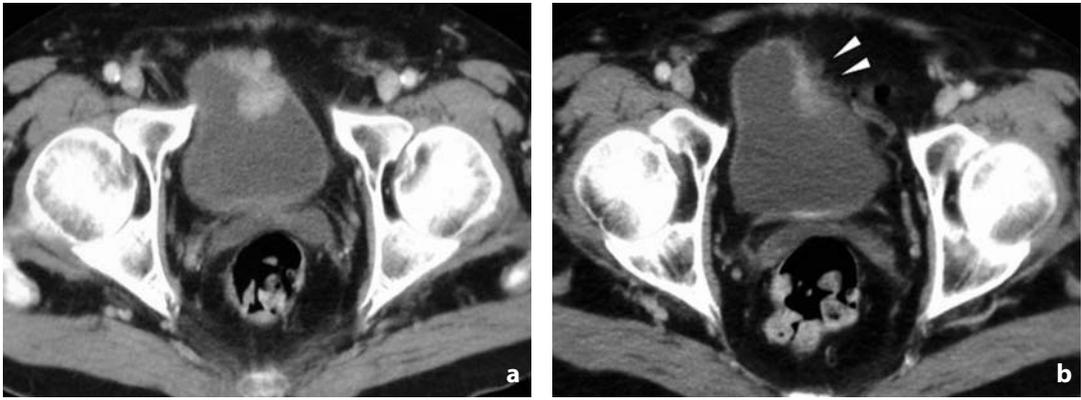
Tomografia computerizzata. Neoplasia vescicale. a La neoformazione, a base d'impianto sulla parete antero-laterale sinistra, presenta discreto enhancement dopo iniezione di mdc, nella fase venosa dello studio dinamico. b Verosimile infiltrazione del grasso perivescicale (punte di freccia)
